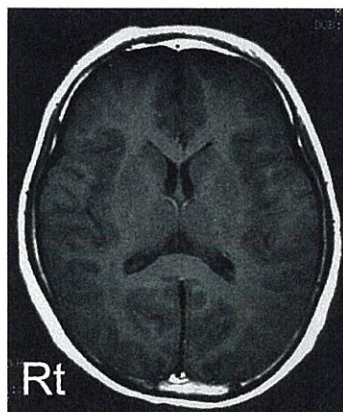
MRI. 頭蓋内に明らかな異常は見られない
